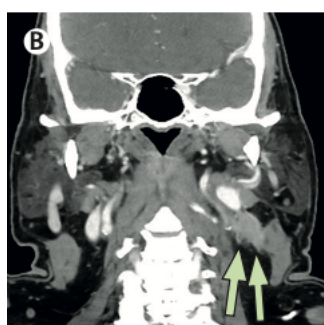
¹⁷: estensione nell'adipe perinodale (TC)
